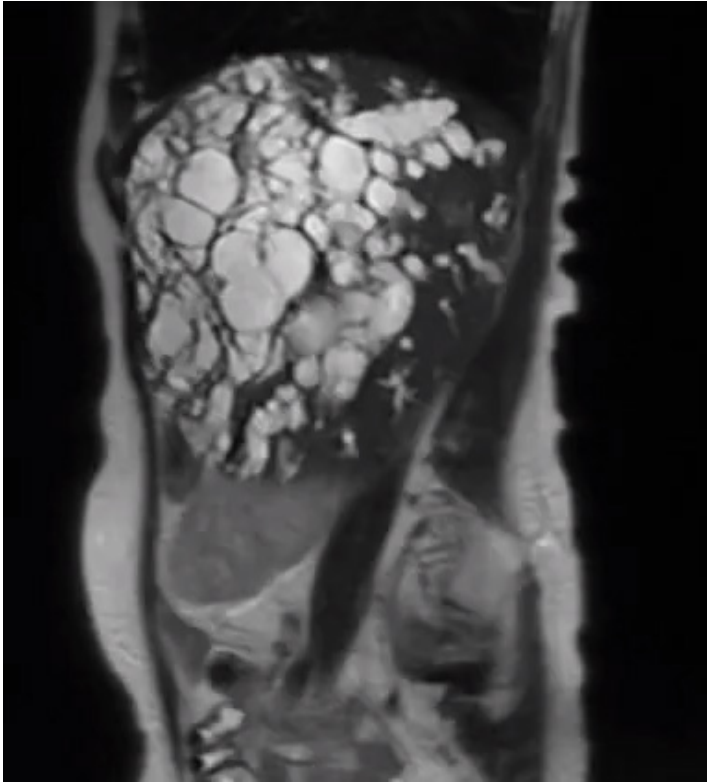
hepatoesplenomegalia evidenciada em RM, envolvimento difuso do parênquima hepático.
